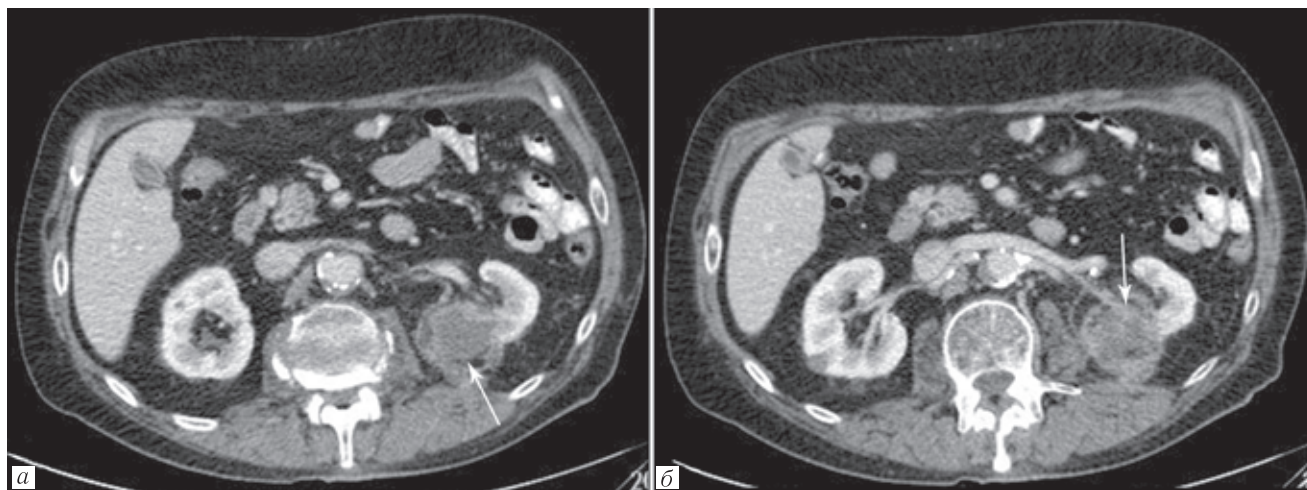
КТ-изображения пациента М.: *а* — опухоль в левой почке (стрелка); *б* — опухолевый тромб в притоке почечной вены (стрелка); *в* — аваскулярная область в почке в проекции опухоли через месяц после криоабляции (стрелка); *г* — опухолевый тромб в притоке почечной вены с сохранившейся перфузией
